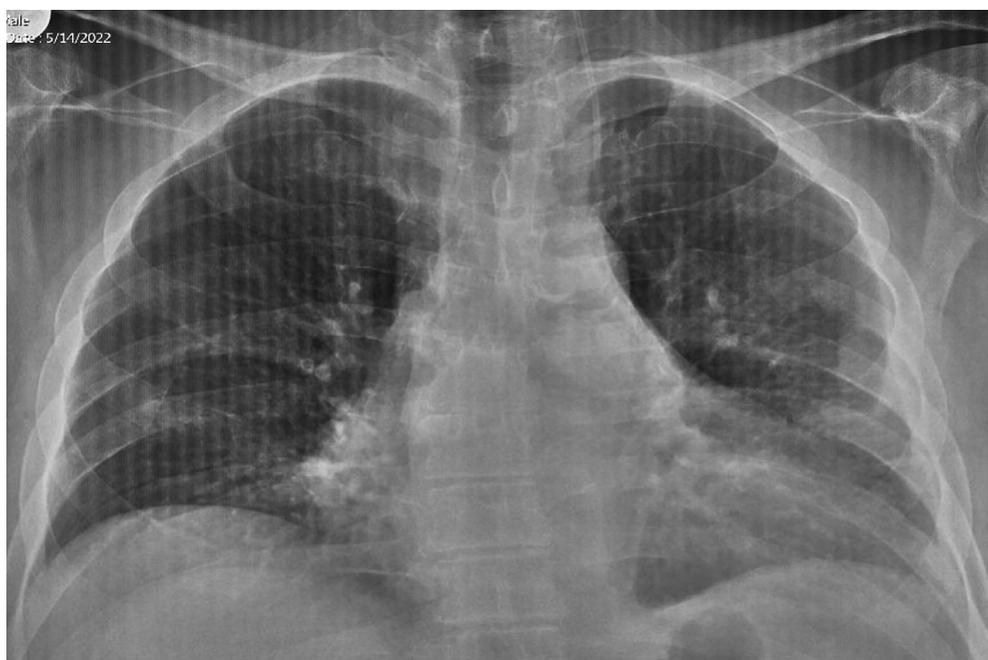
Рентгенография перед выпиской
